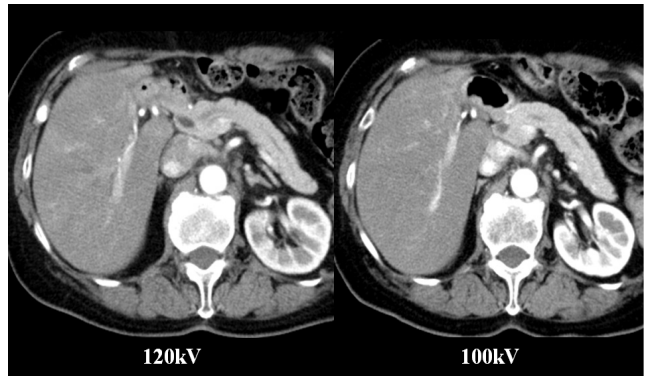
腹部造影 CT (Early Phase)
